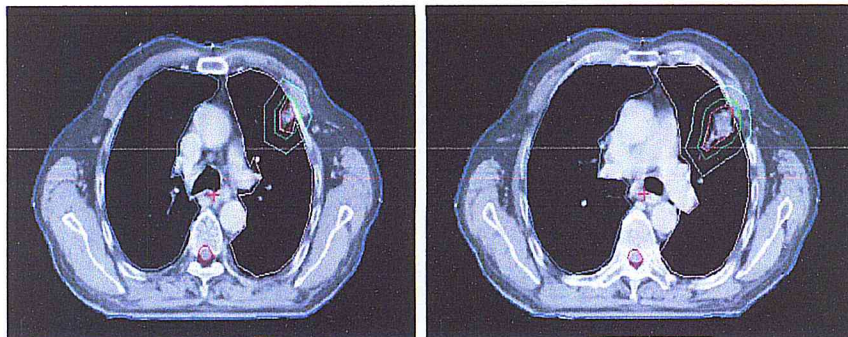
6: Coupe CT du contourage
